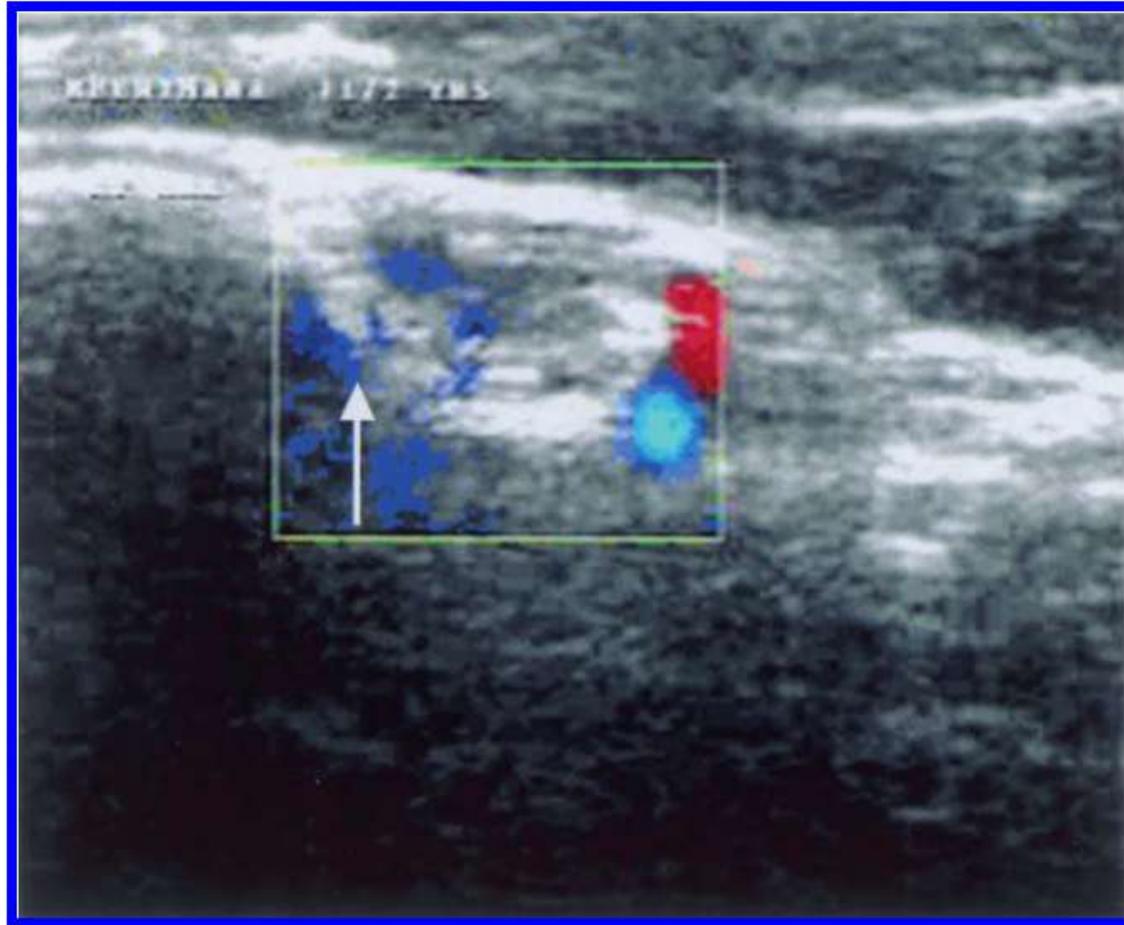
Colour-power Doppler (CPD) signals from the site of a 'filaria dance sign' (FDS; arrowed). On CPD, the site of a FDS shows irregular signals that are different from the characteristic signals produced from vascular channels.
